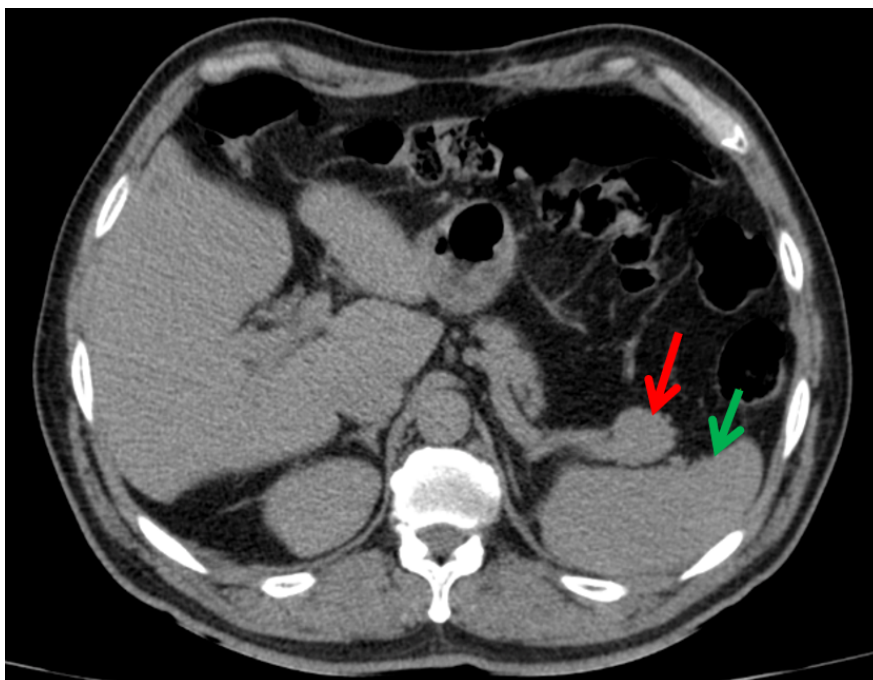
TC do abdome superior em plano axial, pós-contraste na fase portal, exibindo imagem nodular (seta vermelha) na cauda pancreática adjacente com realce semelhante ao baço (seta verde) e alta atenuação quando comparada ao pâncreas.
